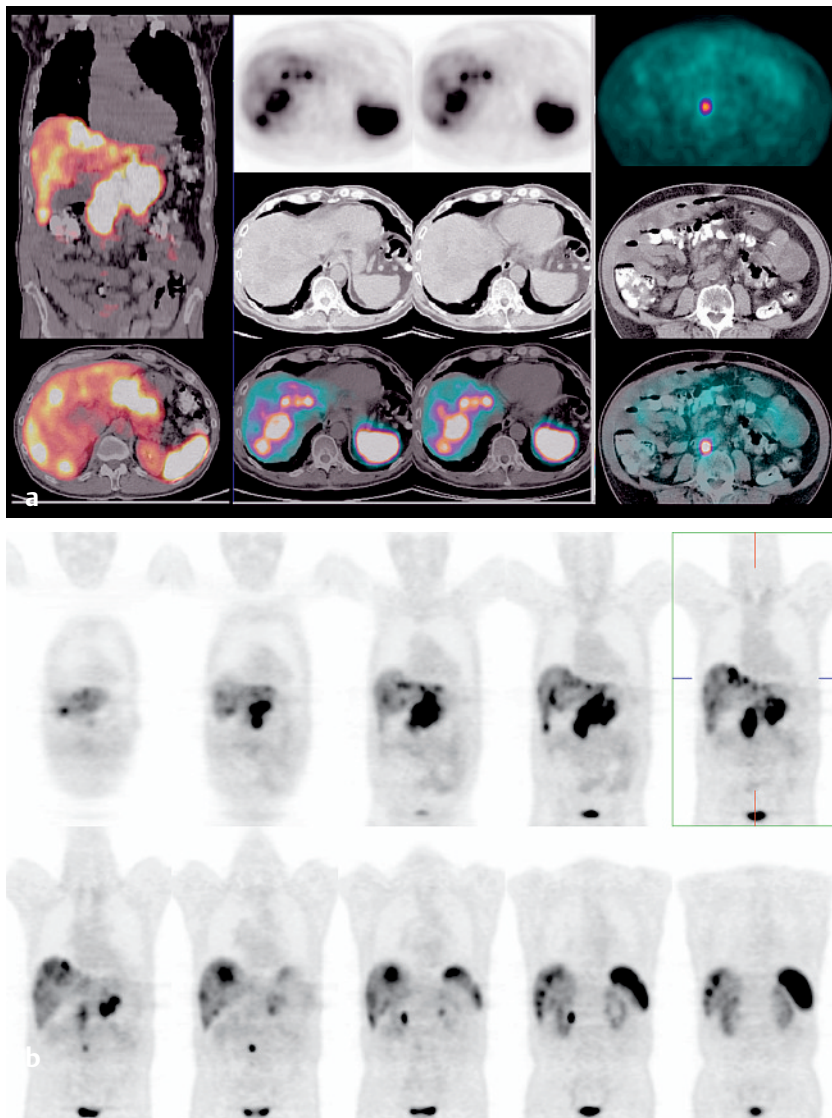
Molekulare Bildgebung mittels ^{68}Ga -DOTA-NOC mittels PET/CT: Intensiv Somatostatin-Rezeptor-positiver neuroendokriner Pankreastumor mit multiplen Leberfiliae. Darüberhinaus Nachweis einer ca. 5 mm großen Lymphknotenmetastase prävertebral (genaue Zuordnung nur im fusionierten PET/CT möglich!), die auch auf den koronalen Ganzkörperaufnahmen (2B) eindeutig erkennbar ist (R. P. Baum et al., Klinik für Nuklearmedizin/PET-Zentrum, Zentralklinik Bad Berka).
